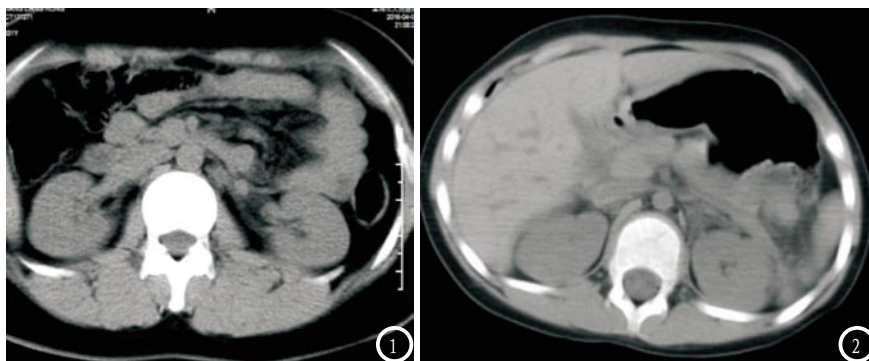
腹部外伤12h CT平扫图; 图2 腹部外伤7h CT平扫图。
